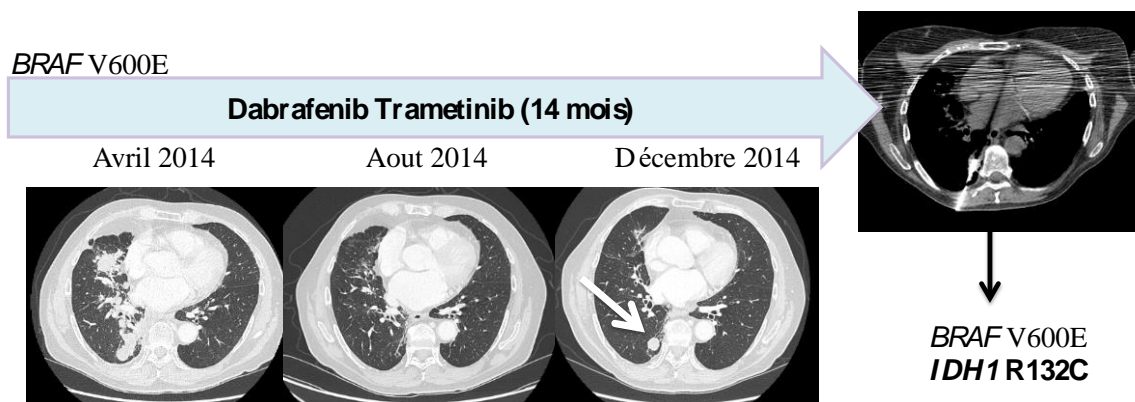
Cas clinique MR 03 : Imageries radiologiques (TDM thoracique) réalisées avant (Avril 2014), à 4 mois (Aout 2014) et à 8 mois (Décembre 2014) de traitement par dabrafenib / trametinib
